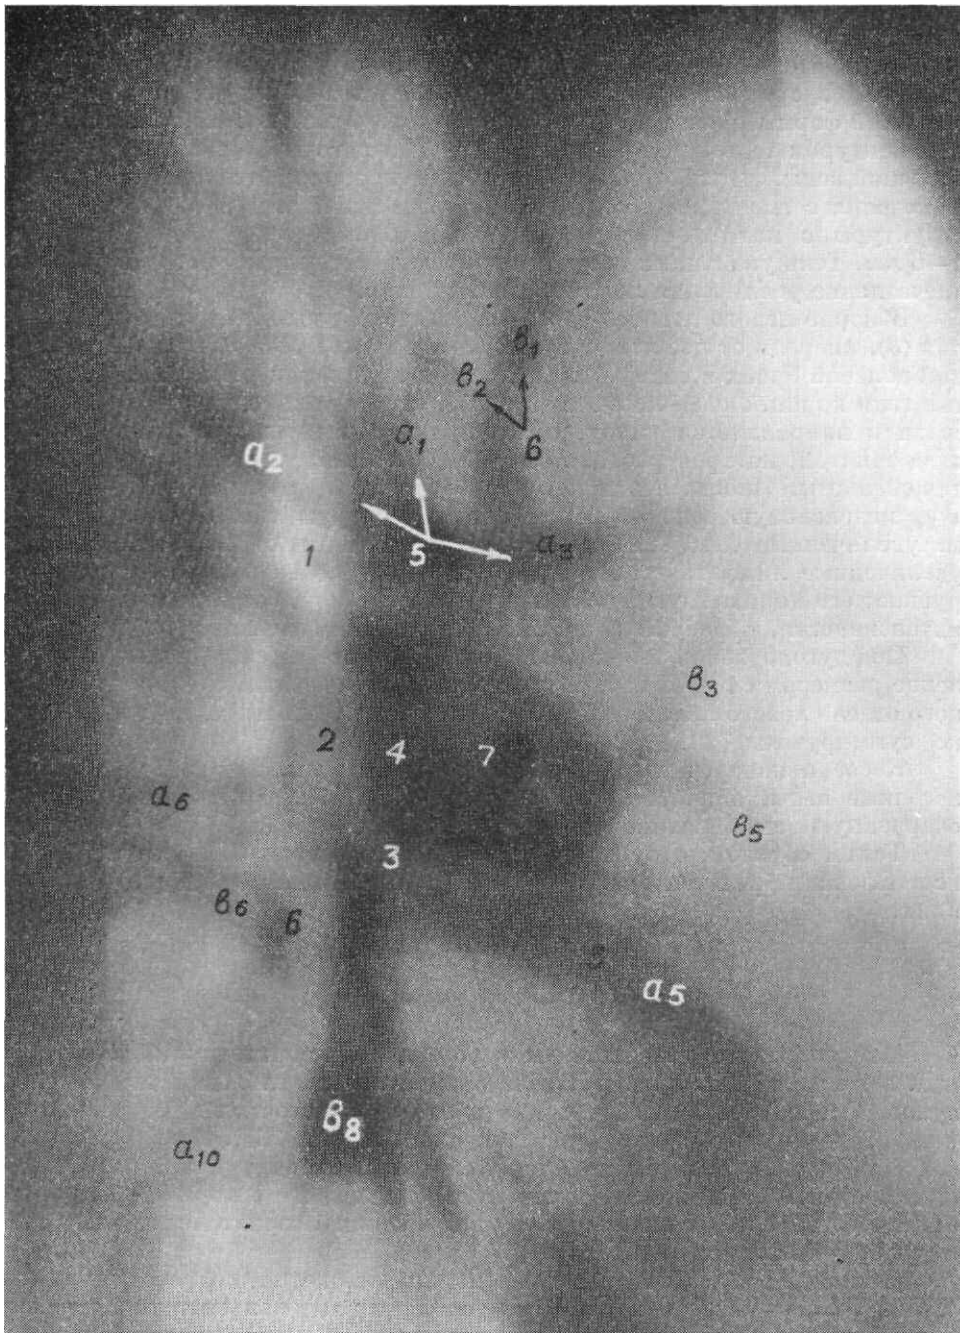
Томограмма корня правого легкого в боковой проекции.
